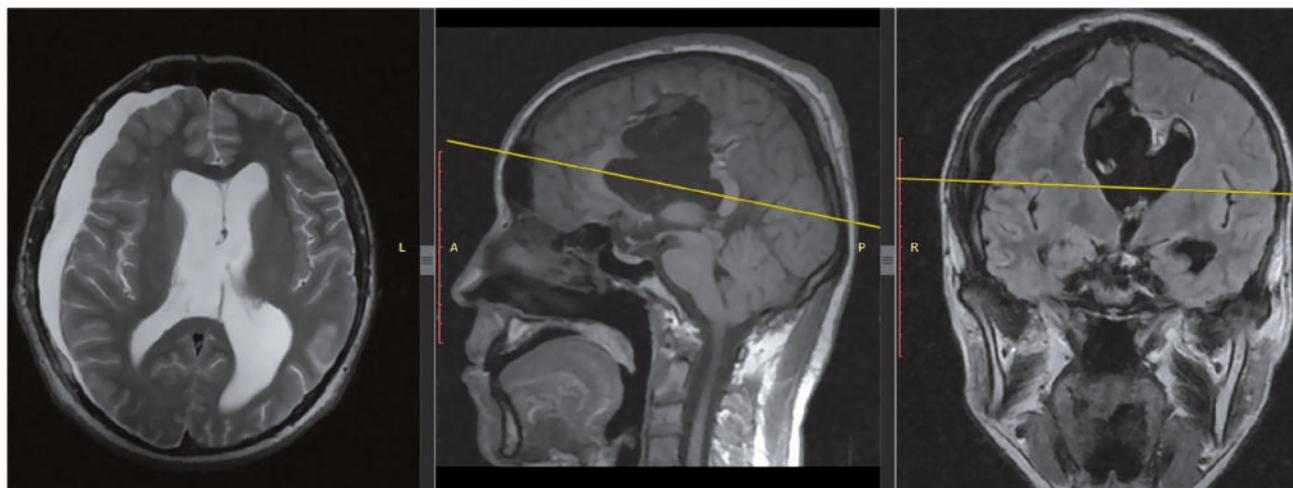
А, Б и В – На КТ головного мозга аксиальной (А), сагиттальной (Б) и фронтальной (В) проекциях, полученных T2-, T1-взвешенных изображениях (ВИ), МР-сигналов в стволовых структурах не выявлено. В правой теменной доле определяется ложе удалённого образования, сообщающееся с правым боковым желудочком. Отмечается расширение субарахноидального пространства правой лобно-теменно-височной доли, на ширину на 15мм
